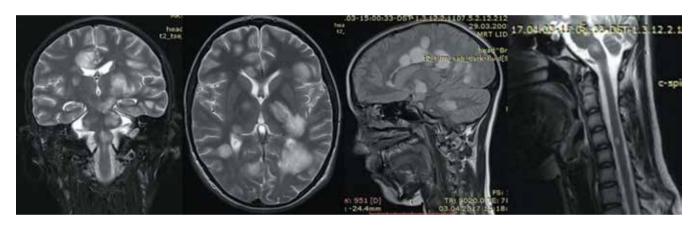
Пациентка P., 15 лет. Результаты магнитно-резонансной томографии головного и шейного отделов спинного мозга (04.04.2017): в белом веществе лобных, теменных, височных долей, в левой ножке среднего мозга, левых отделах моста, верхних и средних ножках моста, продолговатом мозге, валике мозолистого тела, обеих гемисферах мозжечка визуализируются множественные полиморфные сливного характера очаги патологического MP-сигнала. Немногочисленные очаги в лобной, теменной долях левой гемисферы, затылочных долях с умеренно выраженным масс-эффектом за счет перифокального отека. Очаг демиелинизации на уровне C4—5. Картина соответствует острому диссеминированному энцефаломиелиту
